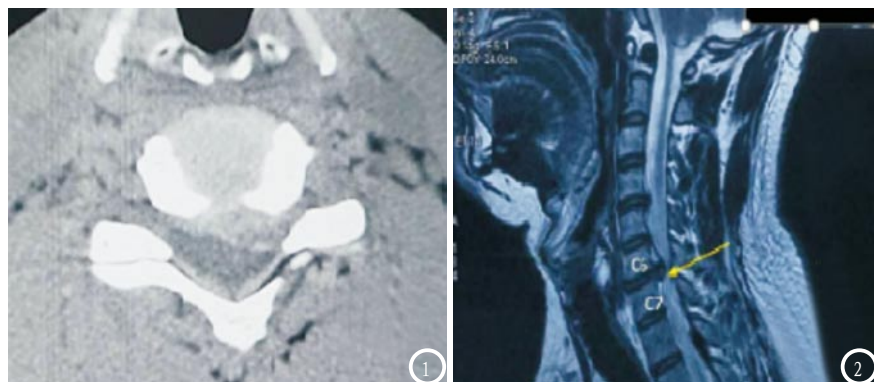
螺旋CT图像示C5-6椎间盘突出。图2 MRI矢状位图像示C6-7椎间盘突出。
